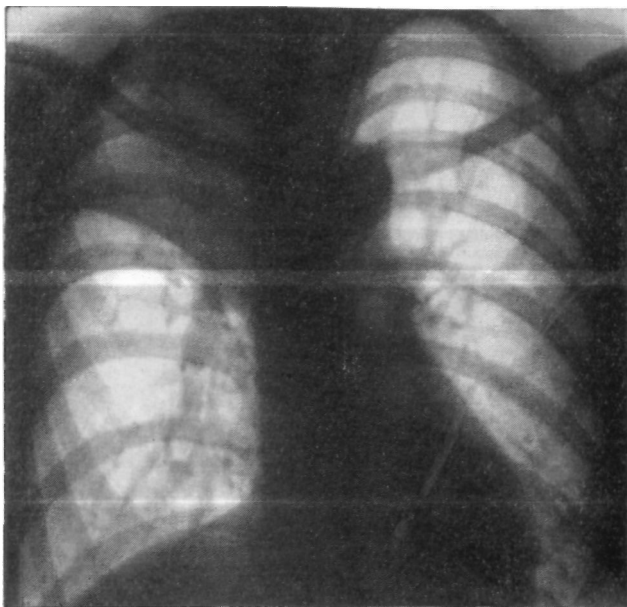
Больная А. Прямая рентгенограмма легких. Ателектаз верхней доли справа.
